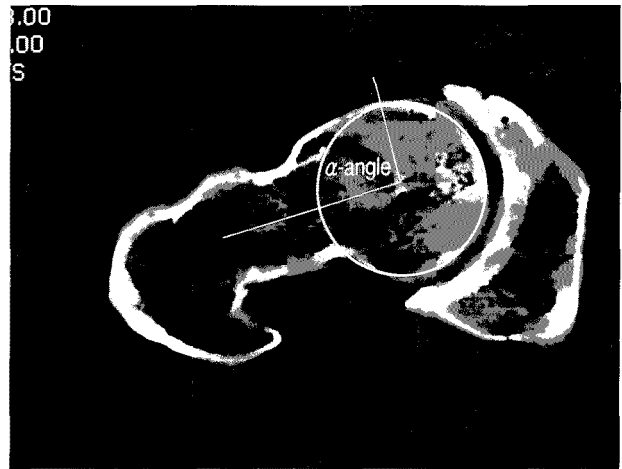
The  $\alpha$ -angle can be measured in oblique axial image of CT or MRI. If this angle is larger than 50 degrees such as in this image, it can be considered as pathologic.
